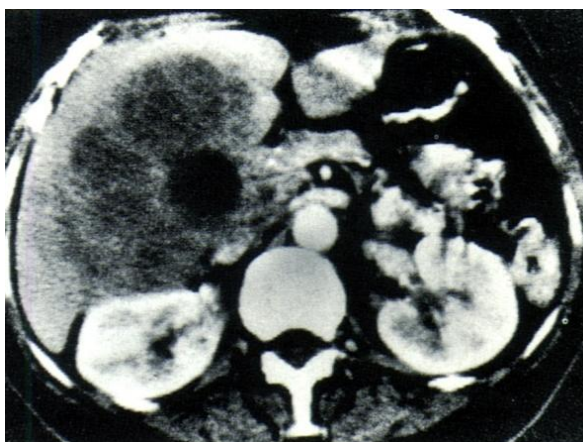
Компьютерная томография. Опухоль желчного пузыря с обширной инвазией в паренхиму печени
